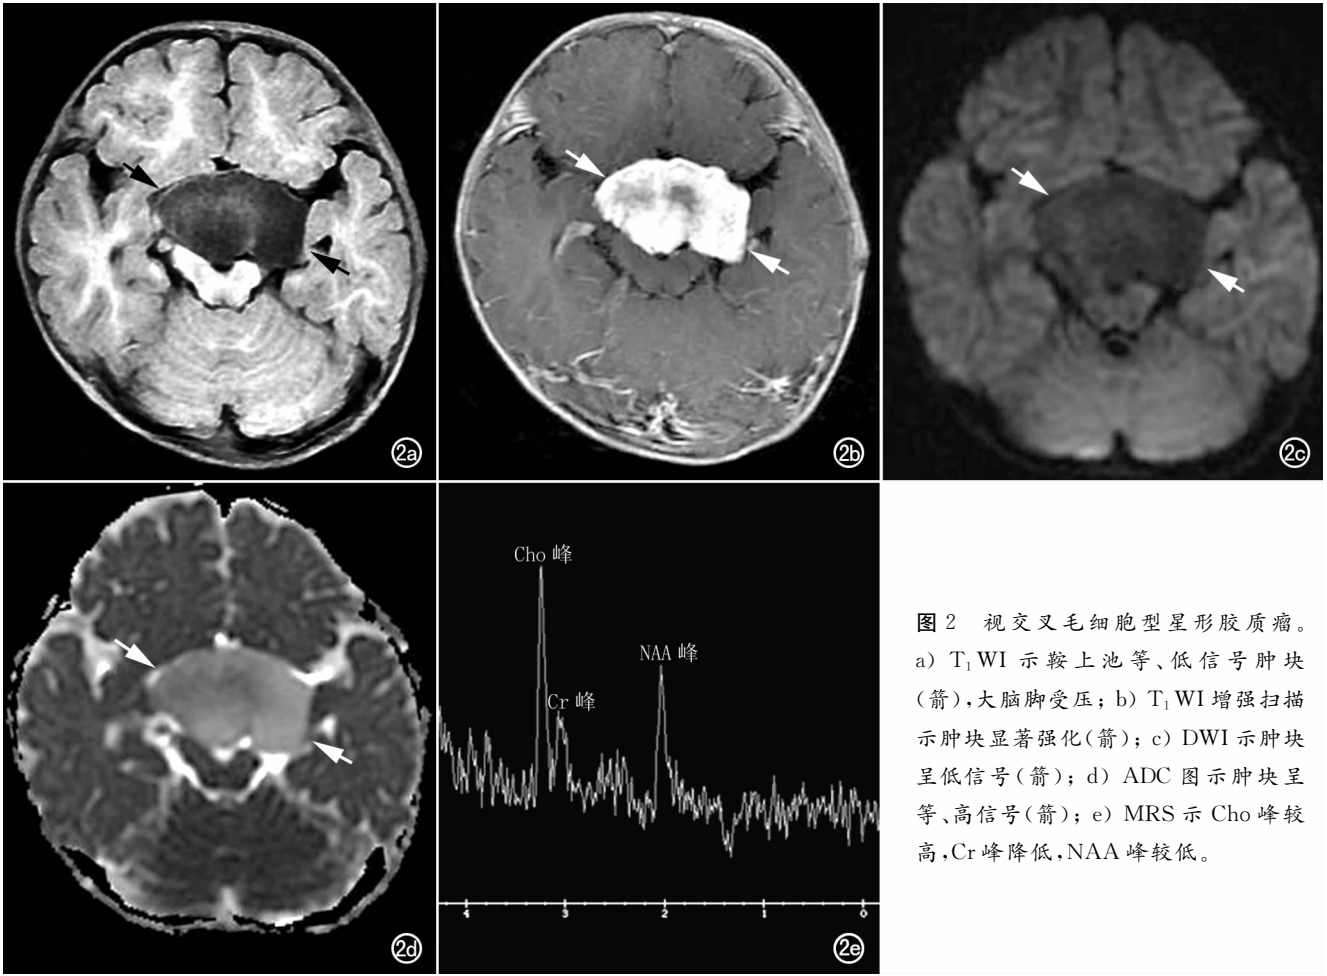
视交叉毛细胞型星形胶质瘤。a) T₁WI 示鞍上池等、低信号肿块(箭)，大脑脚受压；b) T₁WI 增强扫描示肿块显著强化(箭)；c) DWI 示肿块呈低信号(箭)；d) ADC 图示肿块呈等、高信号(箭)；e) MRS 示 Cho 峰较高，Cr 峰降低，NAA 峰较低。
